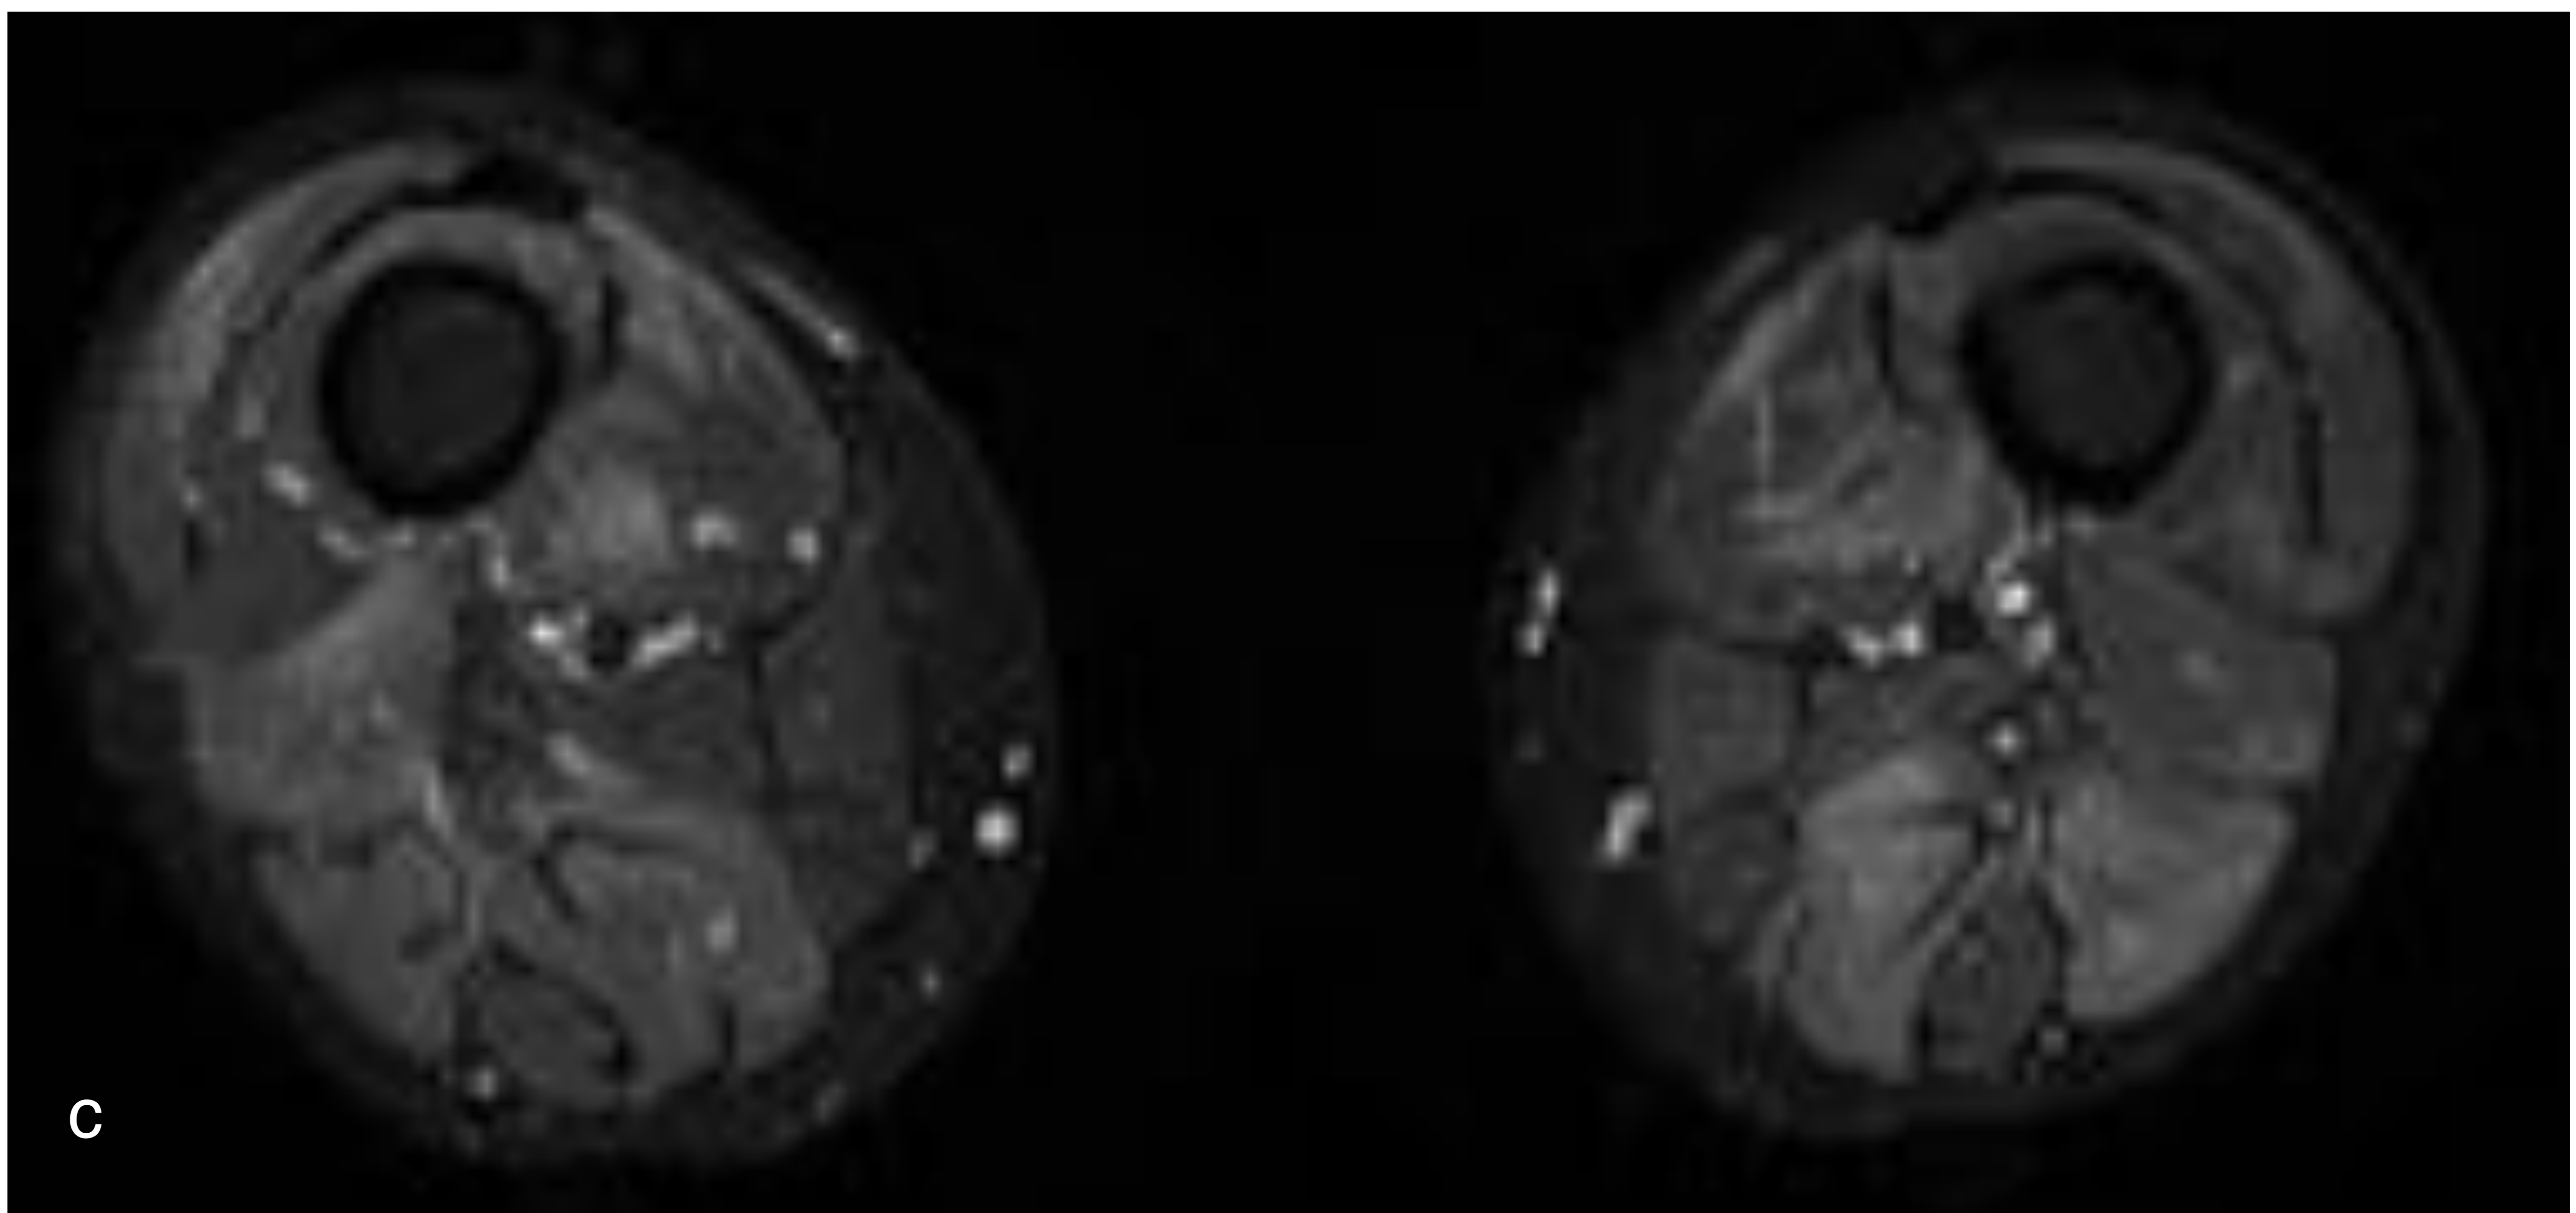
paciente de 65 años, diagnosticado de miopatía necrotizante con anticuerpos anti-HMGCR. RM, secuencia STIR en planos coronal (a,b) y axial (c). Presenta alteración parcheada de la señal de forma bilateral y simétrica en grupos musculares de ambos muslos, con hiperintensidad en T2 y STIR, en relación con miositis.
